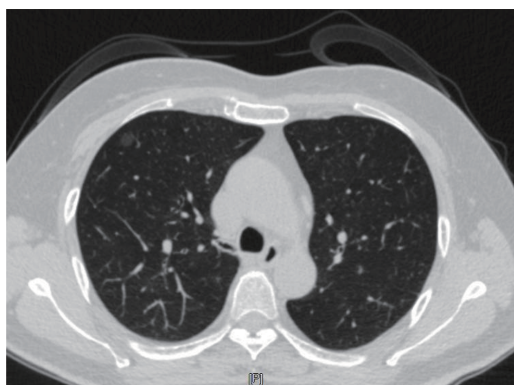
典型病例1 (患者, 女性, 59岁) CT图像
